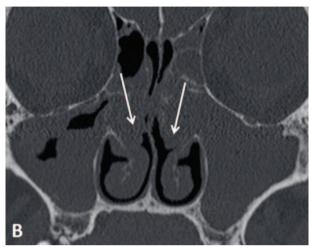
Polypose naso-sinusienne Coupes TDM axiale (A) et coronale (B): formations polypoïdes des fosses nasales (flèches) associées à des épaississements muqueux des sinus maxillaires complètement comblés à gauche avec obstruction des régions infundibulo-méatiques bilatérales en rapport avec une polypose naso-sinusienne nécessitant un traitement préalable à la greffe.
